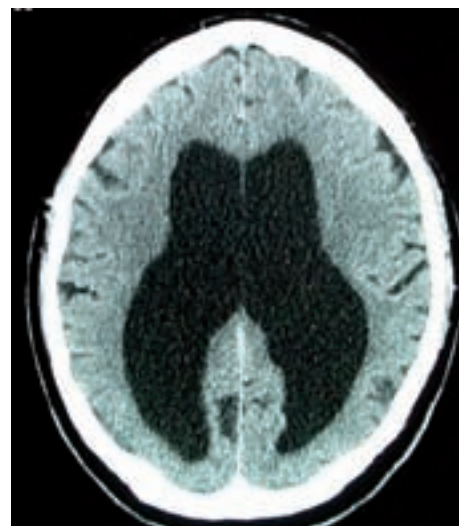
CT mit deutlich erweiterten inneren Liquorräumen bei Normaldruck-Hydrozephalus mit Demenz, Gangstörung und Inkontinenz.
